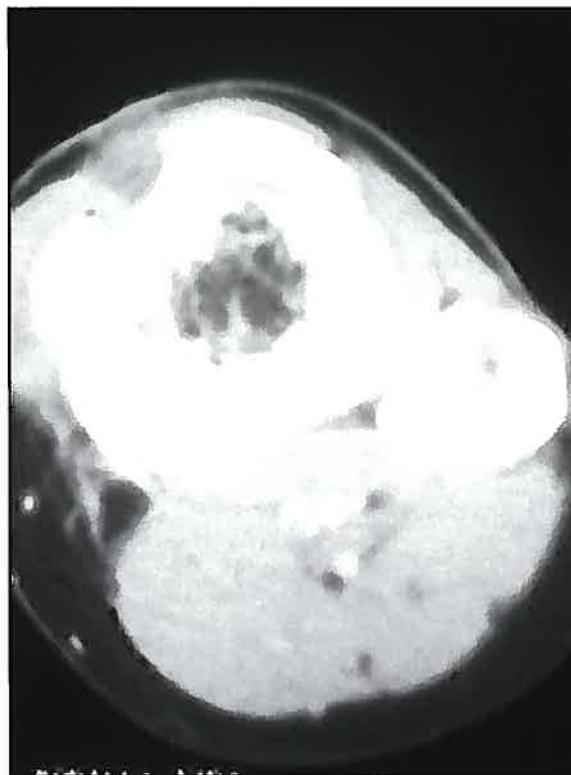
TC mostrando el pseudoaneurisma.
